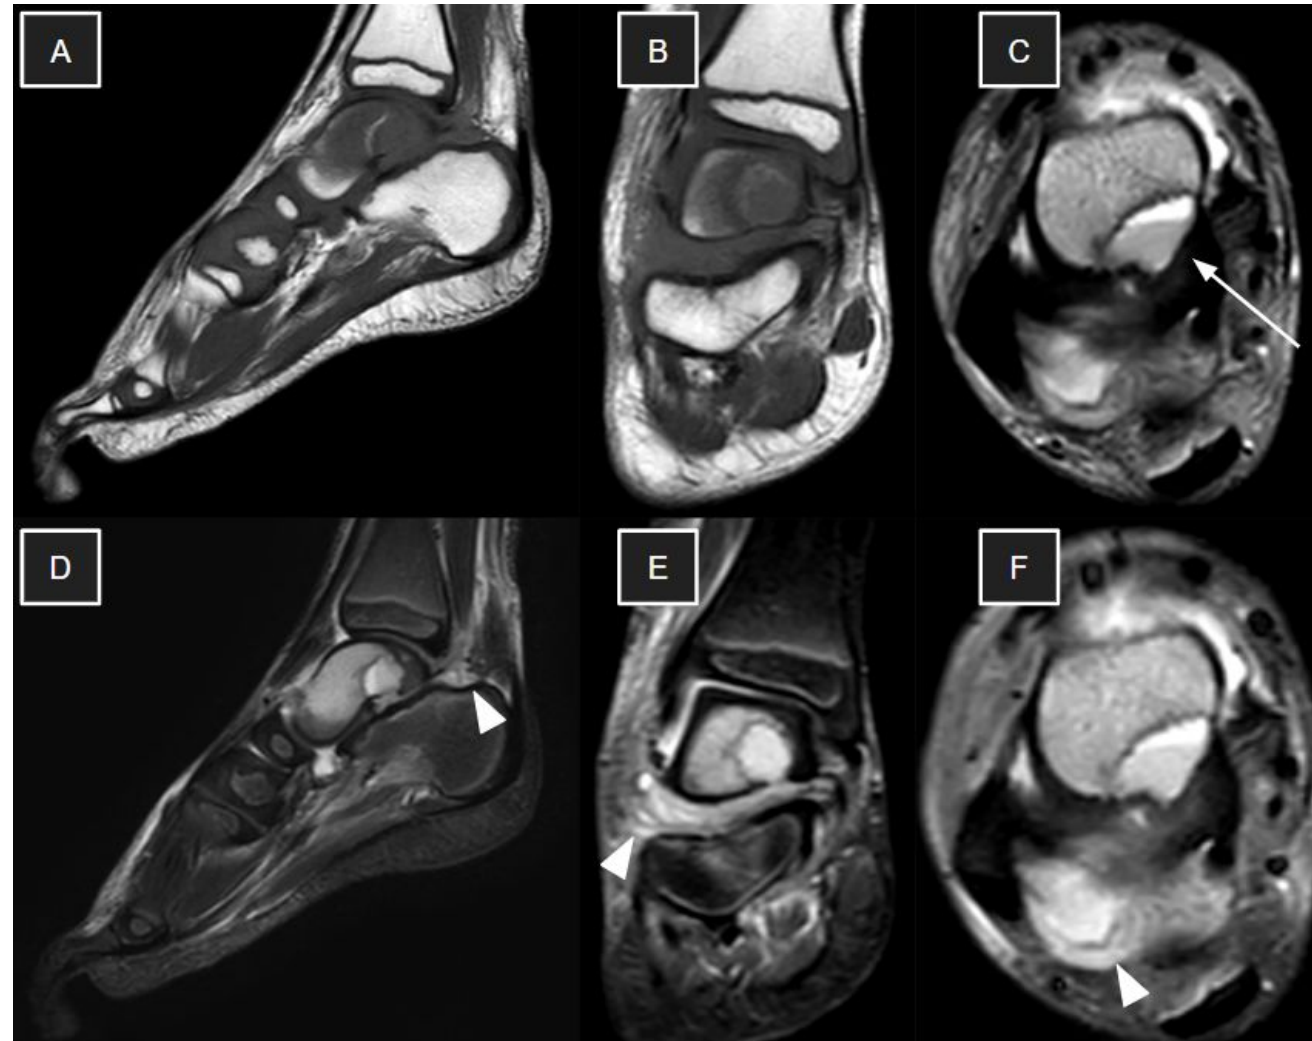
Niña de 3 años con antecedente de esguince de tobillo derecho de 15 días de evolución. La RM muestra osteomielitis del astrágalo derecho, con absceso intraóseo que se extiende hacia la articulación subastragalina posterior. Se identifica edema de médula ósea del astrágalo, con lesión osteolítica en su margen posteromedial que contiene nivel líquido-líquido hiperintenso en T2 (flecha en C), con solución de continuidad cortical hacia la articulación subastragalina. Se asocia derrame articular en las articulaciones tibiotalar, subastragalina posterior y talonavicular, más evidente en el receso subastragalino posterior (cabezas de flecha en D y F). Se observa además edema de partes blandas en planos subcutáneos e intermusculares del tobillo y pie (cabeza de flecha en E). A: T1-FSE longitudinal; B: T1-FSE coronal; C: T2-FSE axial; D: STIR longitudinal; E: STIR coronal; F: STIR axial.
